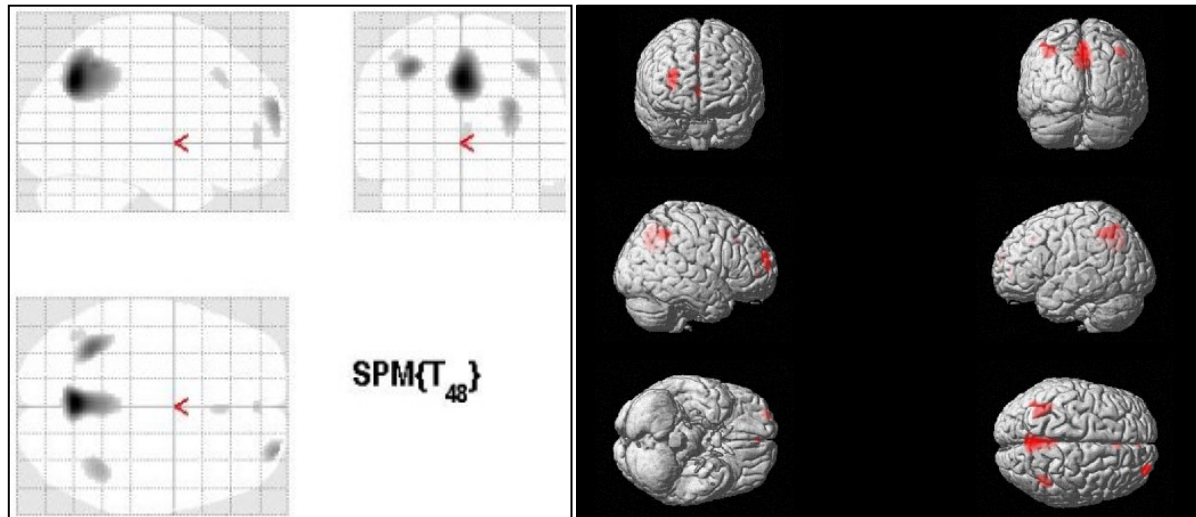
a und 16 b: Vergleich der normalisierten und geglätteten ^{18}F -FDG-PET Aufnahmen von 19 unbeeinträchtigten Patienten und 31 Patienten mit leichter AD. Die Abbildungen stellen die Gebiete mit Hypometabolismus in der Gruppe der Patienten nach dem Vergleich dar. Der Grenzwert liegt bei 10 zusammenhängenden Voxels, auf die das Kriterium $p \leq 0.001$ zutrif. Die SPM(T) t-Test-Darstellungen sind als a) Glasgehirn und als b) 3D gerenderte Abbildung des Gehirns abgebildet.
